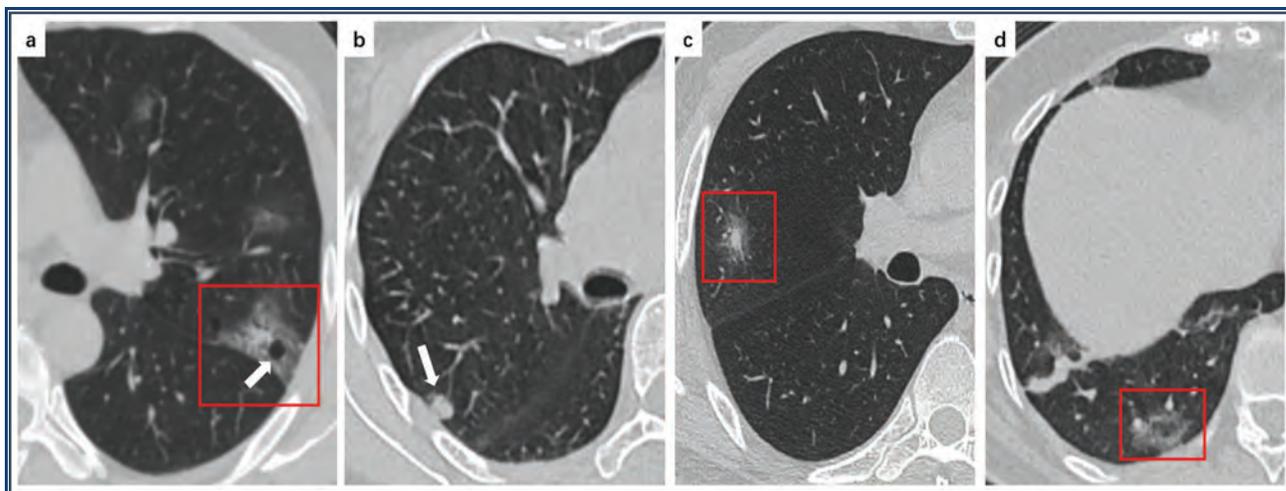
A*, 49-летний мужчина с COVID-19, с лихорадкой и диареей в течение 3 дней. КТ показывает пятнистое «матовое стекло» (красная рамка) с симптомом «воздушного пузыря» (белая стрелка) в верхнеапикальном сегменте верхней доли левого легкого. *B*, 76-летняя пациентка с COVID-19, с лихорадкой и кашлем в течение 4 дней. КТ показывает неоднородный узелок (белая стрелка) в заднем сегменте верхней доли правого легкого. *C*, У 46-летнего мужчины, больного COVID-19, наблюдается лихорадка с сухим кашлем в течение 5 дней. КТ показывает плотный узелок, окруженный ореолом «матового стекла» в боковом сегменте средней доли правого легкого (красная рамка). *D*, 66-летняя женщина, у которой подтверждено наличие COVID-19, с лихорадкой и миалгией в течение 7 дней. КТ показывает симптом «обратного нимба» (красная рамка) в заднем базальном сегменте нижней доли правого легкого.
